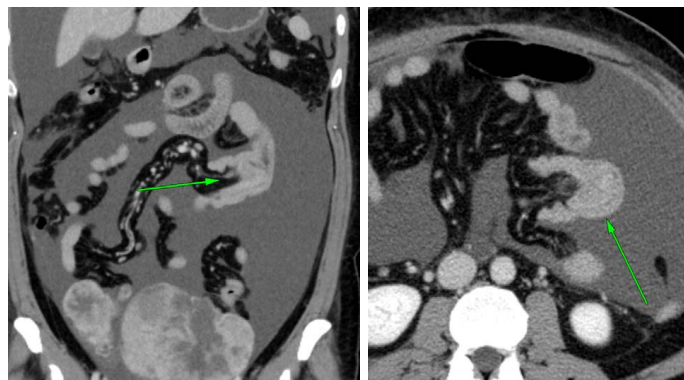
A：造影MRI画像。右卵巢6×6×5cm、左卵巢14×10×10cmの腫瘤を認め、どちらもT1強調像で mild-low、T2強調像でhigh、拡散強調像でhigh、ADCでlowな充実成分を含む多房性腫瘍であった。 B：造影CT画像。小腸の一部に壁肥厚を認め、小腸腫瘍が疑われた(矢印)。
